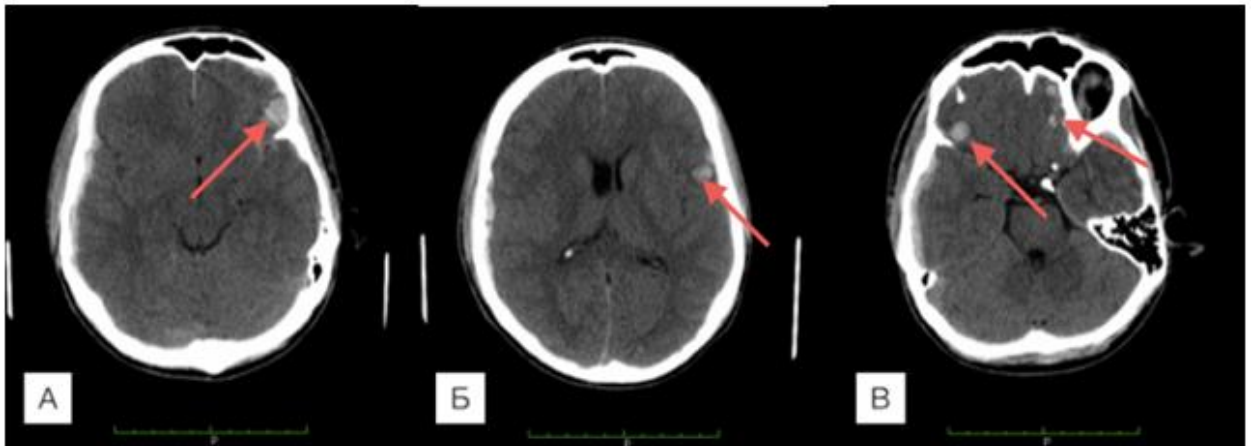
Спостереження №59. КТ хворої К-унк 30 років, ЗЧМТ (історія хвороби №12634). Множинні забої лівої лобної (А), лівої скроневої (Б) та правої лобної ділянки (В). У випадку множинних забоїв об'єм кожного з них сумували.
